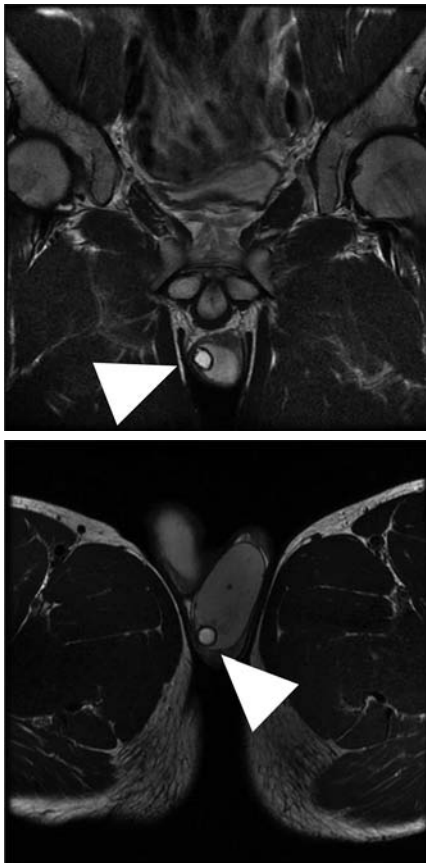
Magnetic resonance image showing a solid mass on T2-weighted imaging of the left testis, with low-intensity signals externally and high-intensity signals internally.
